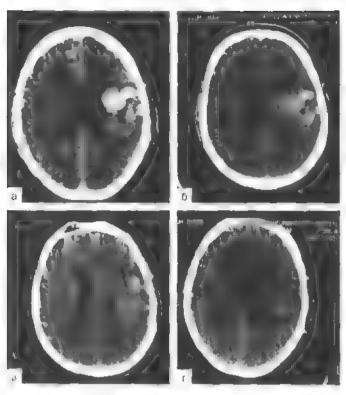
Компьютерные томограммы. Внутримозговая гематома заднелобно-темянной височной области слева у постралавшего 56 лет. Консервативное лечение
